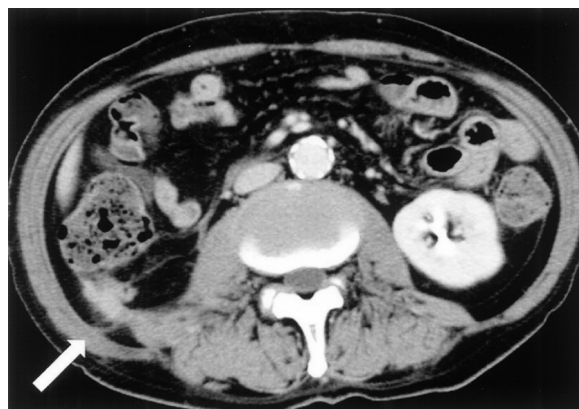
Abdominal CT and chest CT on November 4th: Each abscess almost disappeared.
